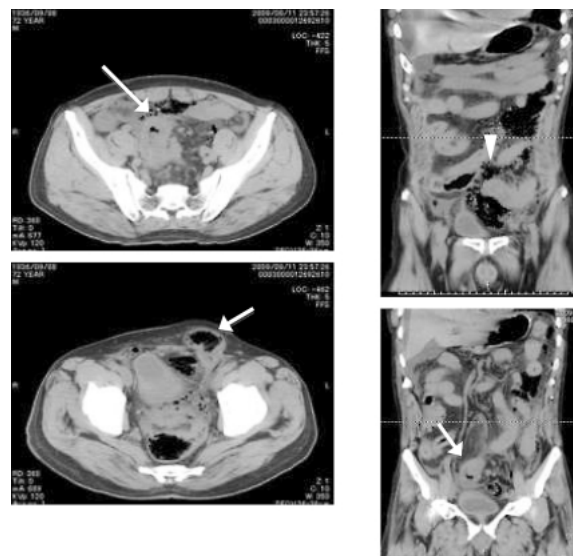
大腸癌穿孔 72歳男性 単純CT(含冠状断像)：S状結腸に壁肥厚像(矢印)があり腫瘍が疑われる。また、その周囲にfree air(矢頭)が認められ、穿孔と診断できる。左ソケイ管内に腸管の脱出(矢印)を認め、ヘルニアも合併している。横断像だけでなく冠状断像もあることにより病変を立体的にイメージできる。
